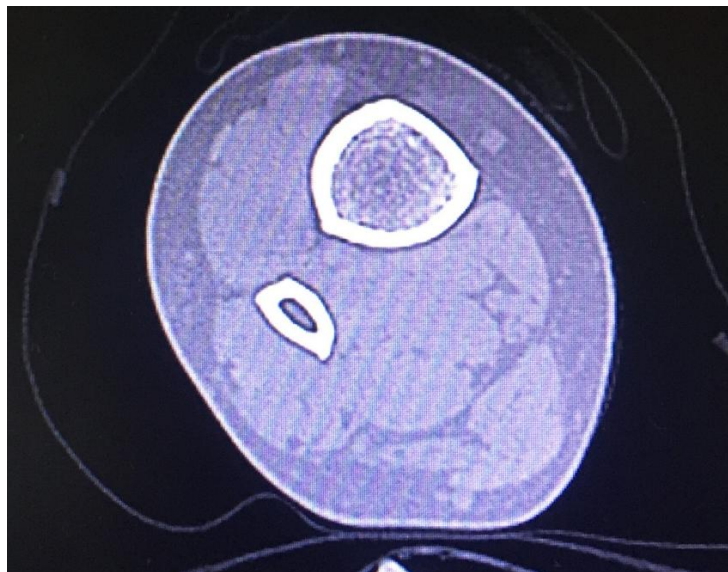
Рентгеновская компьютерная томография. Комбинированный тип культи
